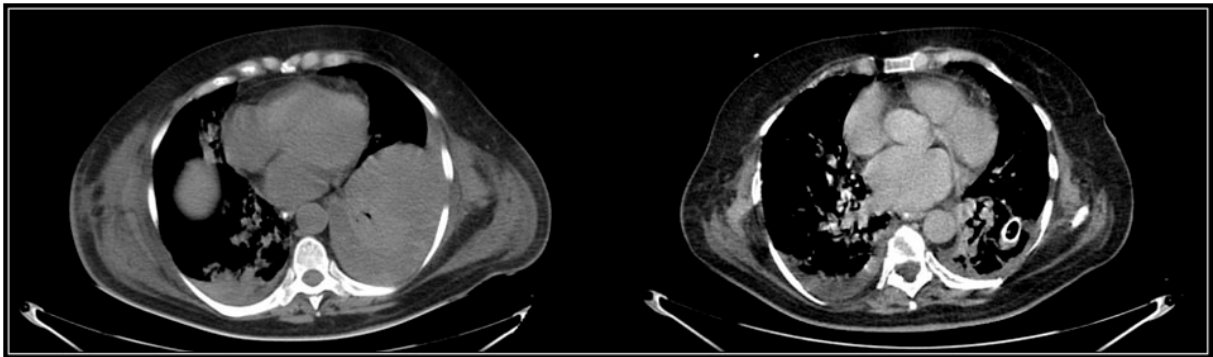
TAC de Tórax que evidencia a la izquierda derrame pleural izquierdo tabicado; a la derecha espacio pleural luego de la colocación de avenamiento pleural y administración de fibrinolíticos.
